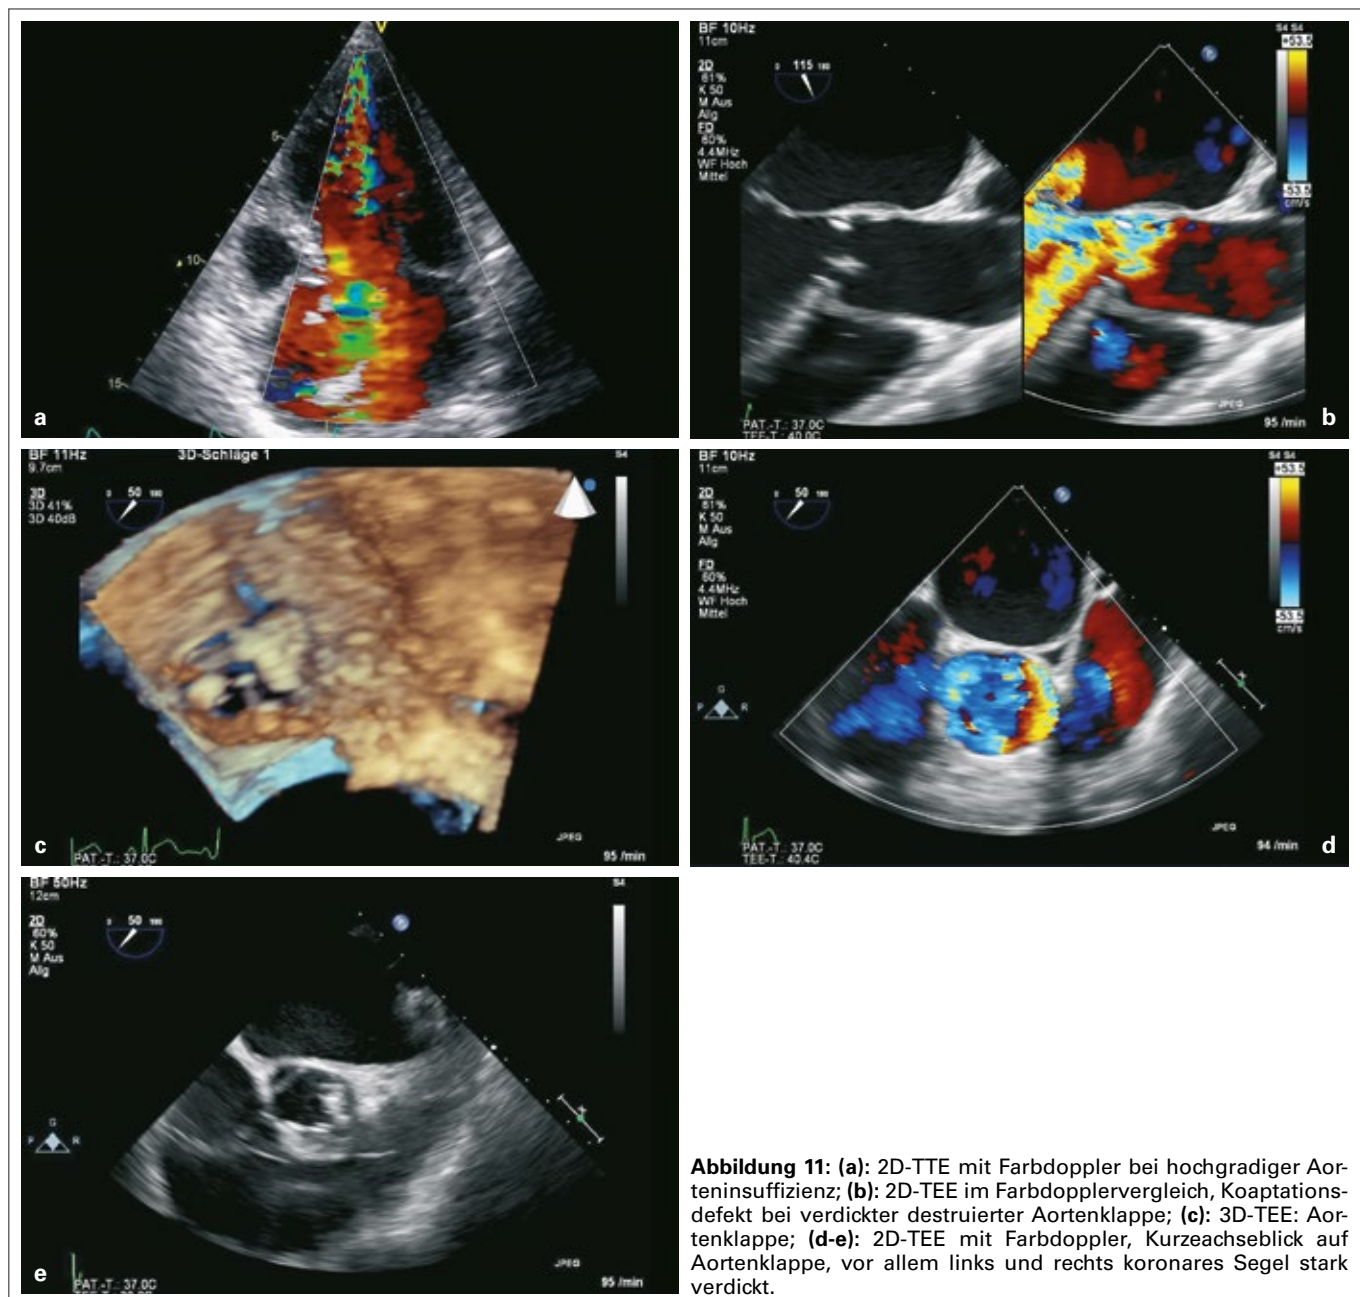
(a): 2D-TTE mit Farbdoppler bei hochgradiger Aorteninsuffizienz; (b): 2D-TEE im Farbdopplervergleich, Koaptationsdefekt bei verdickter destrukturierter Aortenklappe; (c): 3D-TEE: Aortenklappe; (d-e): 2D-TEE mit Farbdoppler, Kurzeachseblick auf Aortenklappe, vor allem links und rechts koronares Segel stark verdickt.
